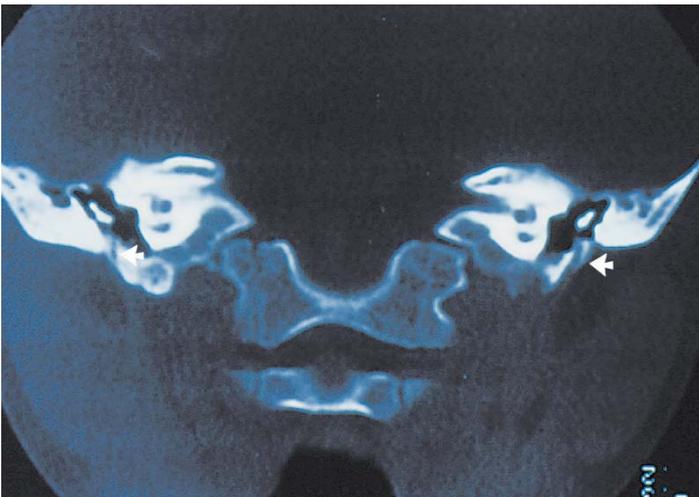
TC bilateral de frente en un niño portador de una malformación de ambos huesos timpánicos. Hay una placa atrésica timpantal, agenesia del CAE e hipoplasia de la caja timpánica con huesecillos malformados en ambos temporales. Los oídos internos son normales.
